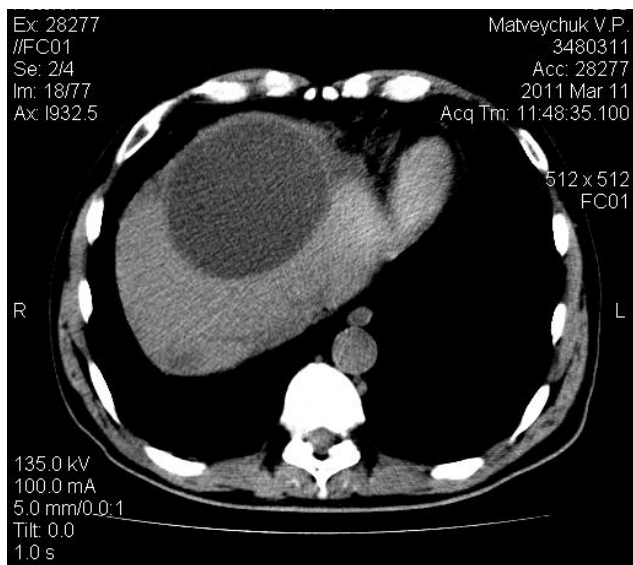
Киста в правой доле печени гигантских размеров (снимок предоставлен врачом-рентгенологом – Веселым А. Л.)
